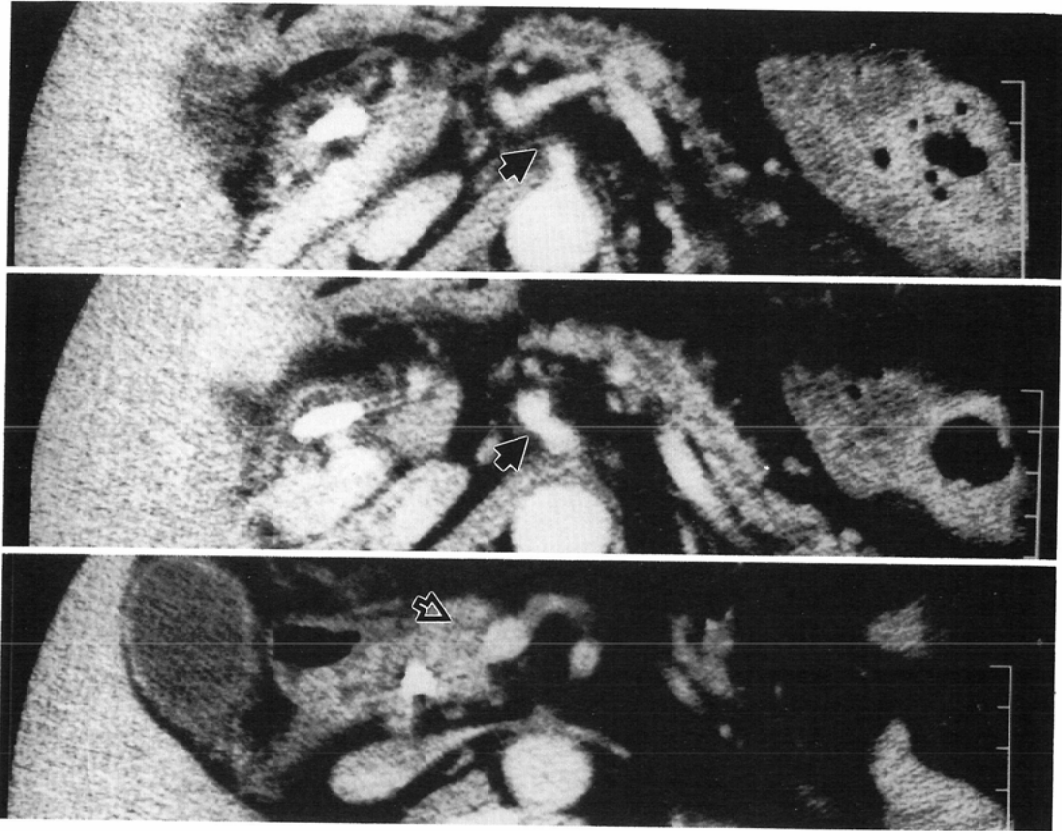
A case of carcinoma of the head of the pancreas. (Case 8); Neural plexus invasion (→) is positive in CT findings, and the pathological findings. ⇨: the lesion of the carcinoma.
